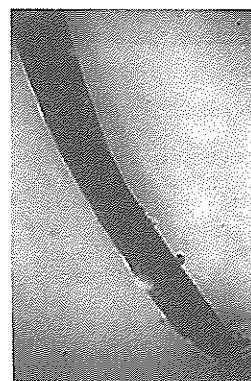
Elbow/zipping, apical transportation in ultrasonic group (X20)
